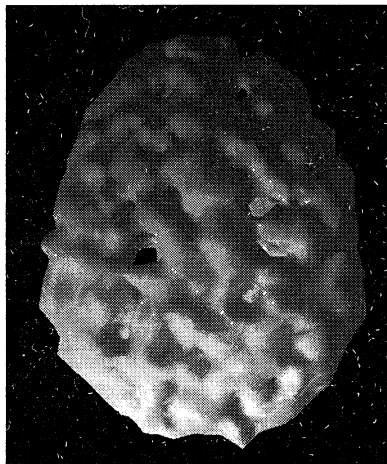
Томограмма мозга человека, употребляющего метамфетамин
